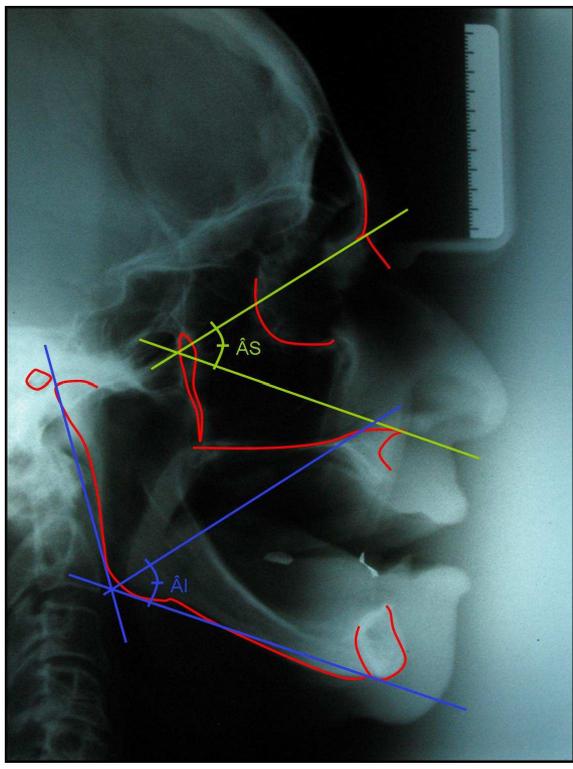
Nova Telerradiografia. Análise cefalométrica. Traçado do Ângulo Inferior transferido
